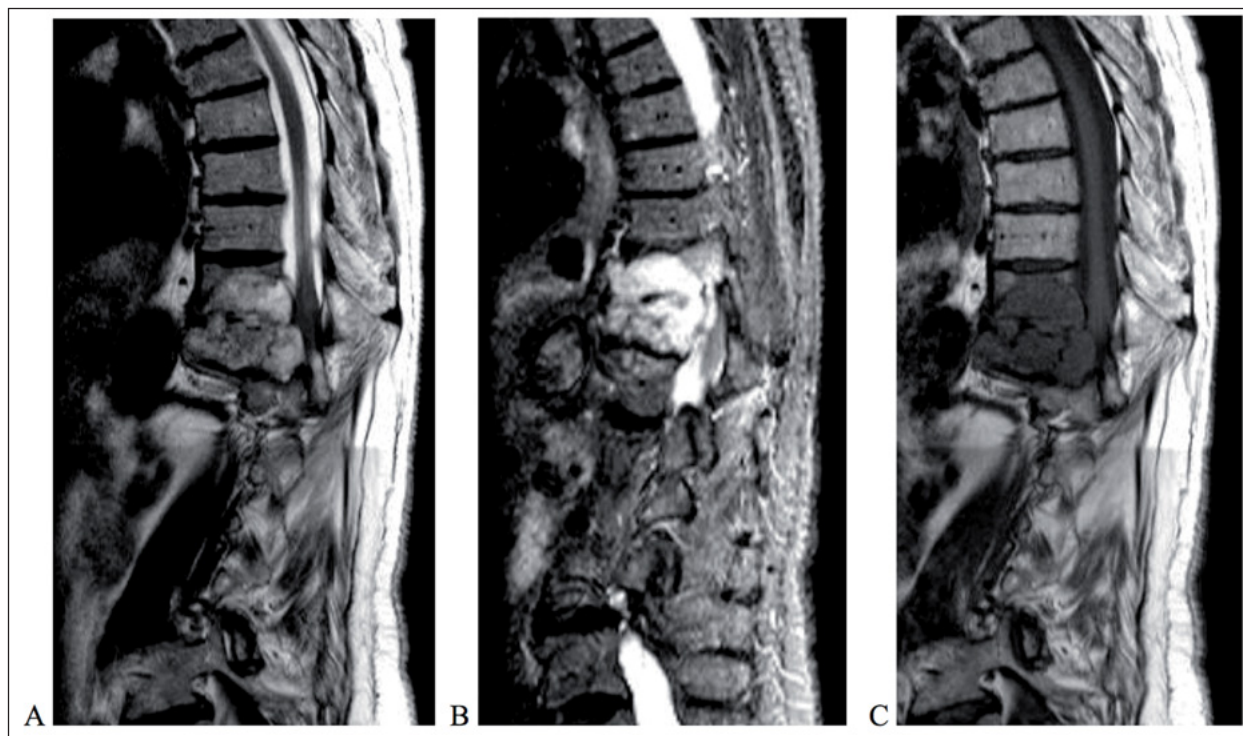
Metástasis vertebrales D10 y D11: RM estándar. A: imagen de RM sagital potenciada en T2 que muestra un depósito metastático relacionado con un carcinoma de tiroides. B: imagen de RM sagital potenciada en STIR. C: imagen de RM sagital potenciada en T1
